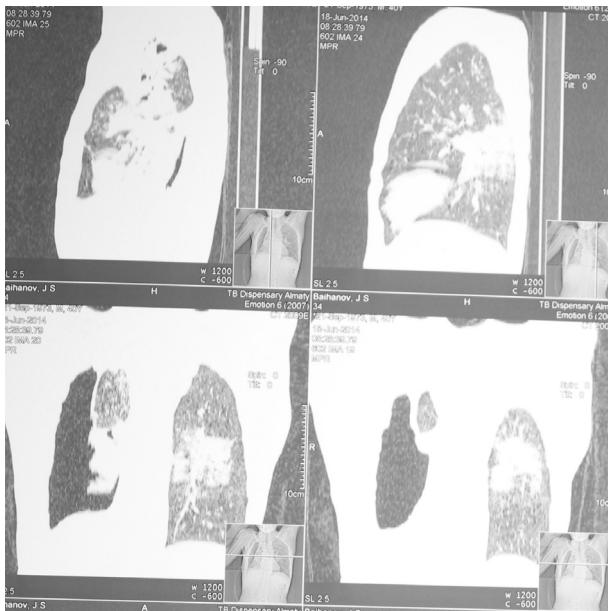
Компьютерная томография легких больного при поступлении в стационар
